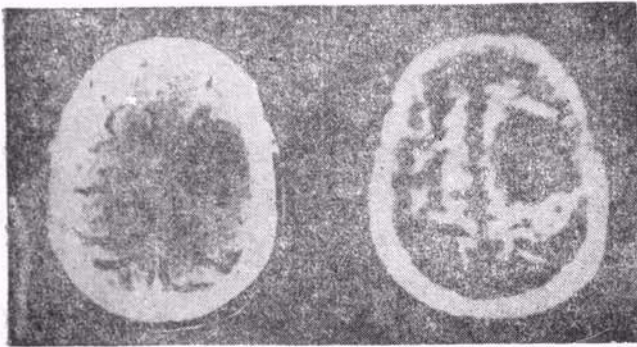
脑肿瘤患者头部横截面核磁共振象(右图)及相应的X射线CT扫描象(左图)
